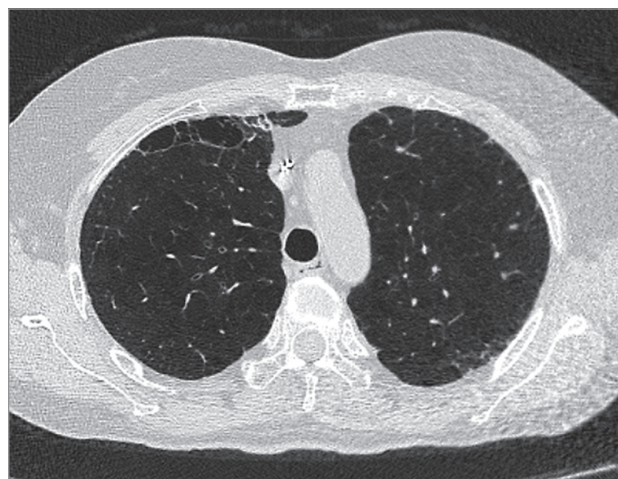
Буллезная эмфизема у пациентки с хронической обструктивной болезнью легких. Компьютерная томография грудной клетки в аксиальной проекции
